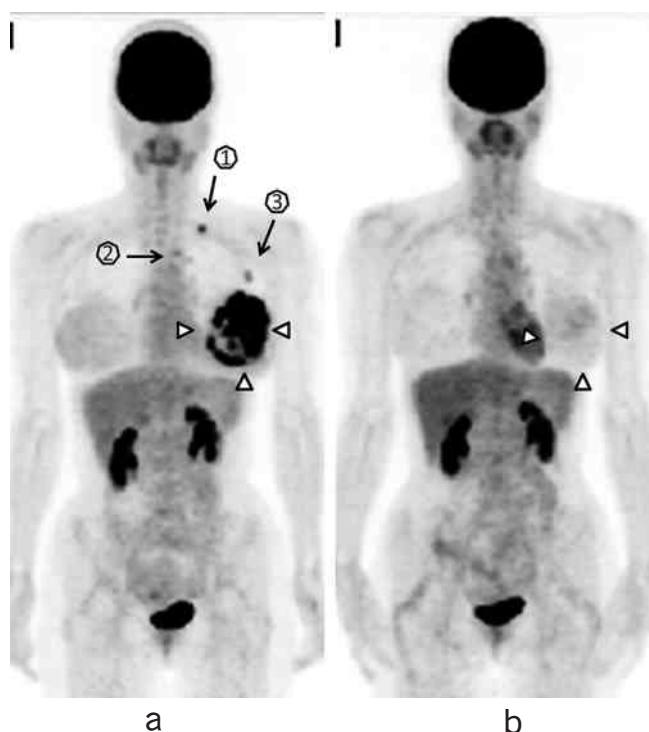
FDG-PET/CT 検査所見 (a:術前化学療法前, b:化学療法後)
